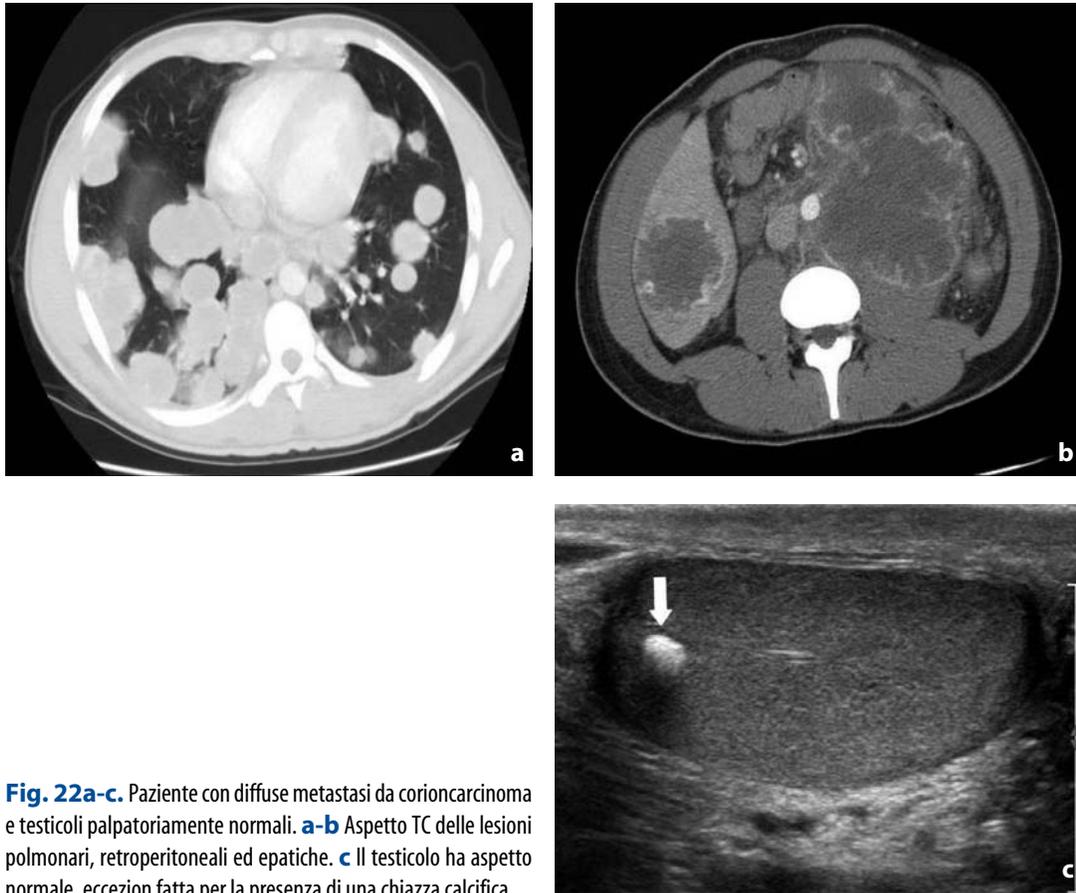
Paziente con diffuse metastasi da corioncarcinoma e testicoli palpatoriamente normali. a-b Aspetto TC delle lesioni polmonari, retroperitoneali ed epatiche. c Il testicolo ha aspetto normale, eccezion fatta per la presenza di una chiazza calcifica
